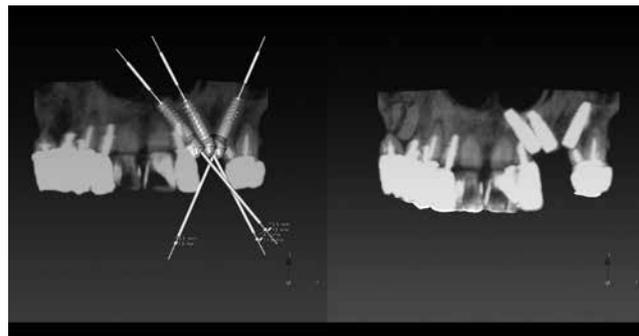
CT-VR像：正面観（左：プランニング、右：術後）
